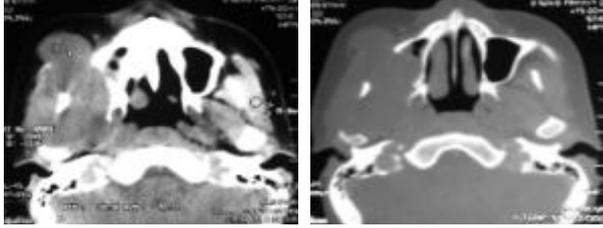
TDM du massif facial en coupe axiale en fenêtre parenchymateuse (a) et osseuse (b) : masse jugale droite hétérogène infiltrant le palais et le sinus maxillaire homolatéral.
